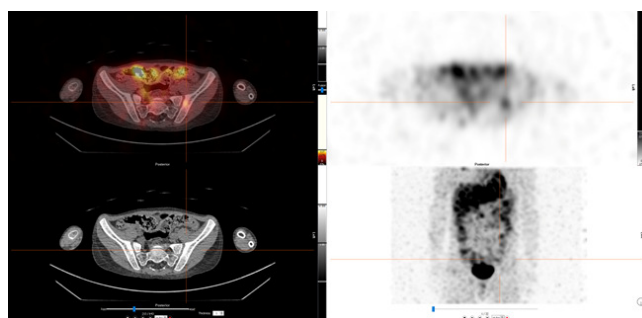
ОФЭКТ/КТ от 27.03.2024. У пациента сохраняется накопление в левой подвздошной кости
